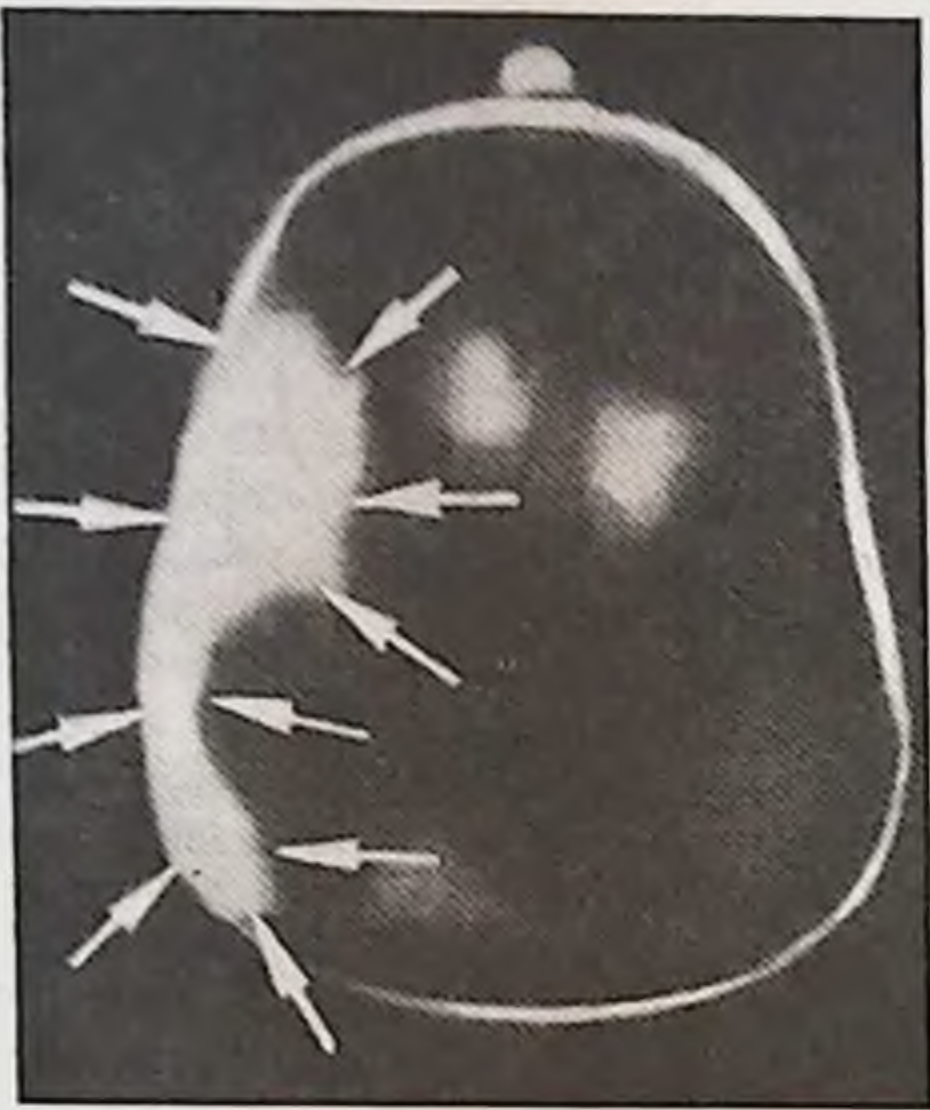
Термограмма головного мозга. Субдуральная гематома и обширные контузионные очаги в лобной и левой височной долях в виде зоны повышенного свечения (указано стрелками). По Лихтерману Л. Б.
